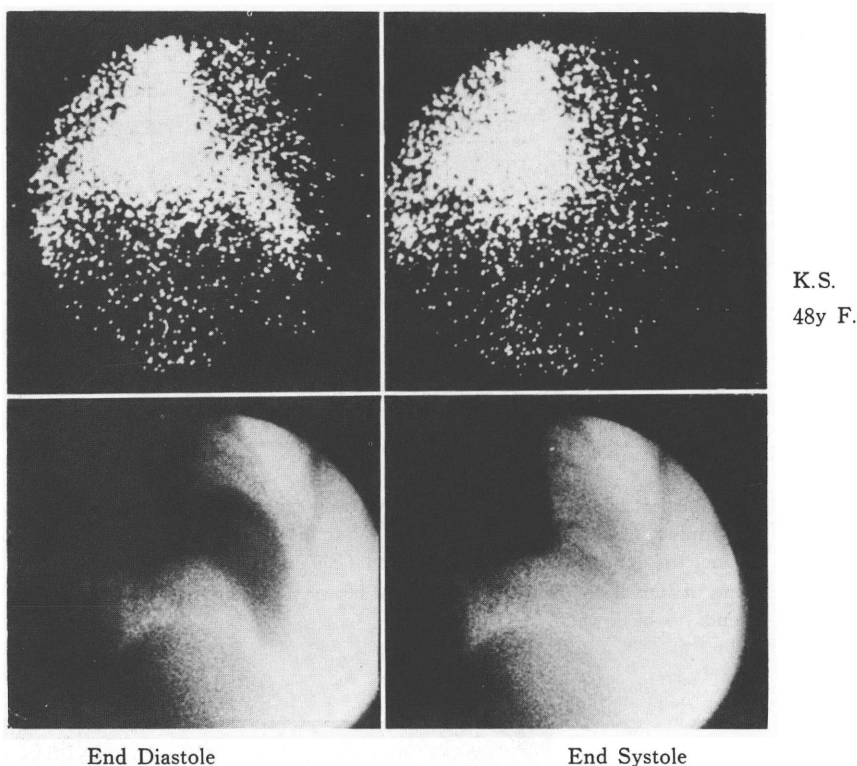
Left ventriculograms in a patient with idiopathic hypertrophic subaortic stenosis. On the upper panel enddiastolic and endsystolic scintigrams show markedly elevated ejection fraction with abnormal left ventricular contour like ballerina shoe. On the lower panel the cineangiograms of the same patient show the same findings.
